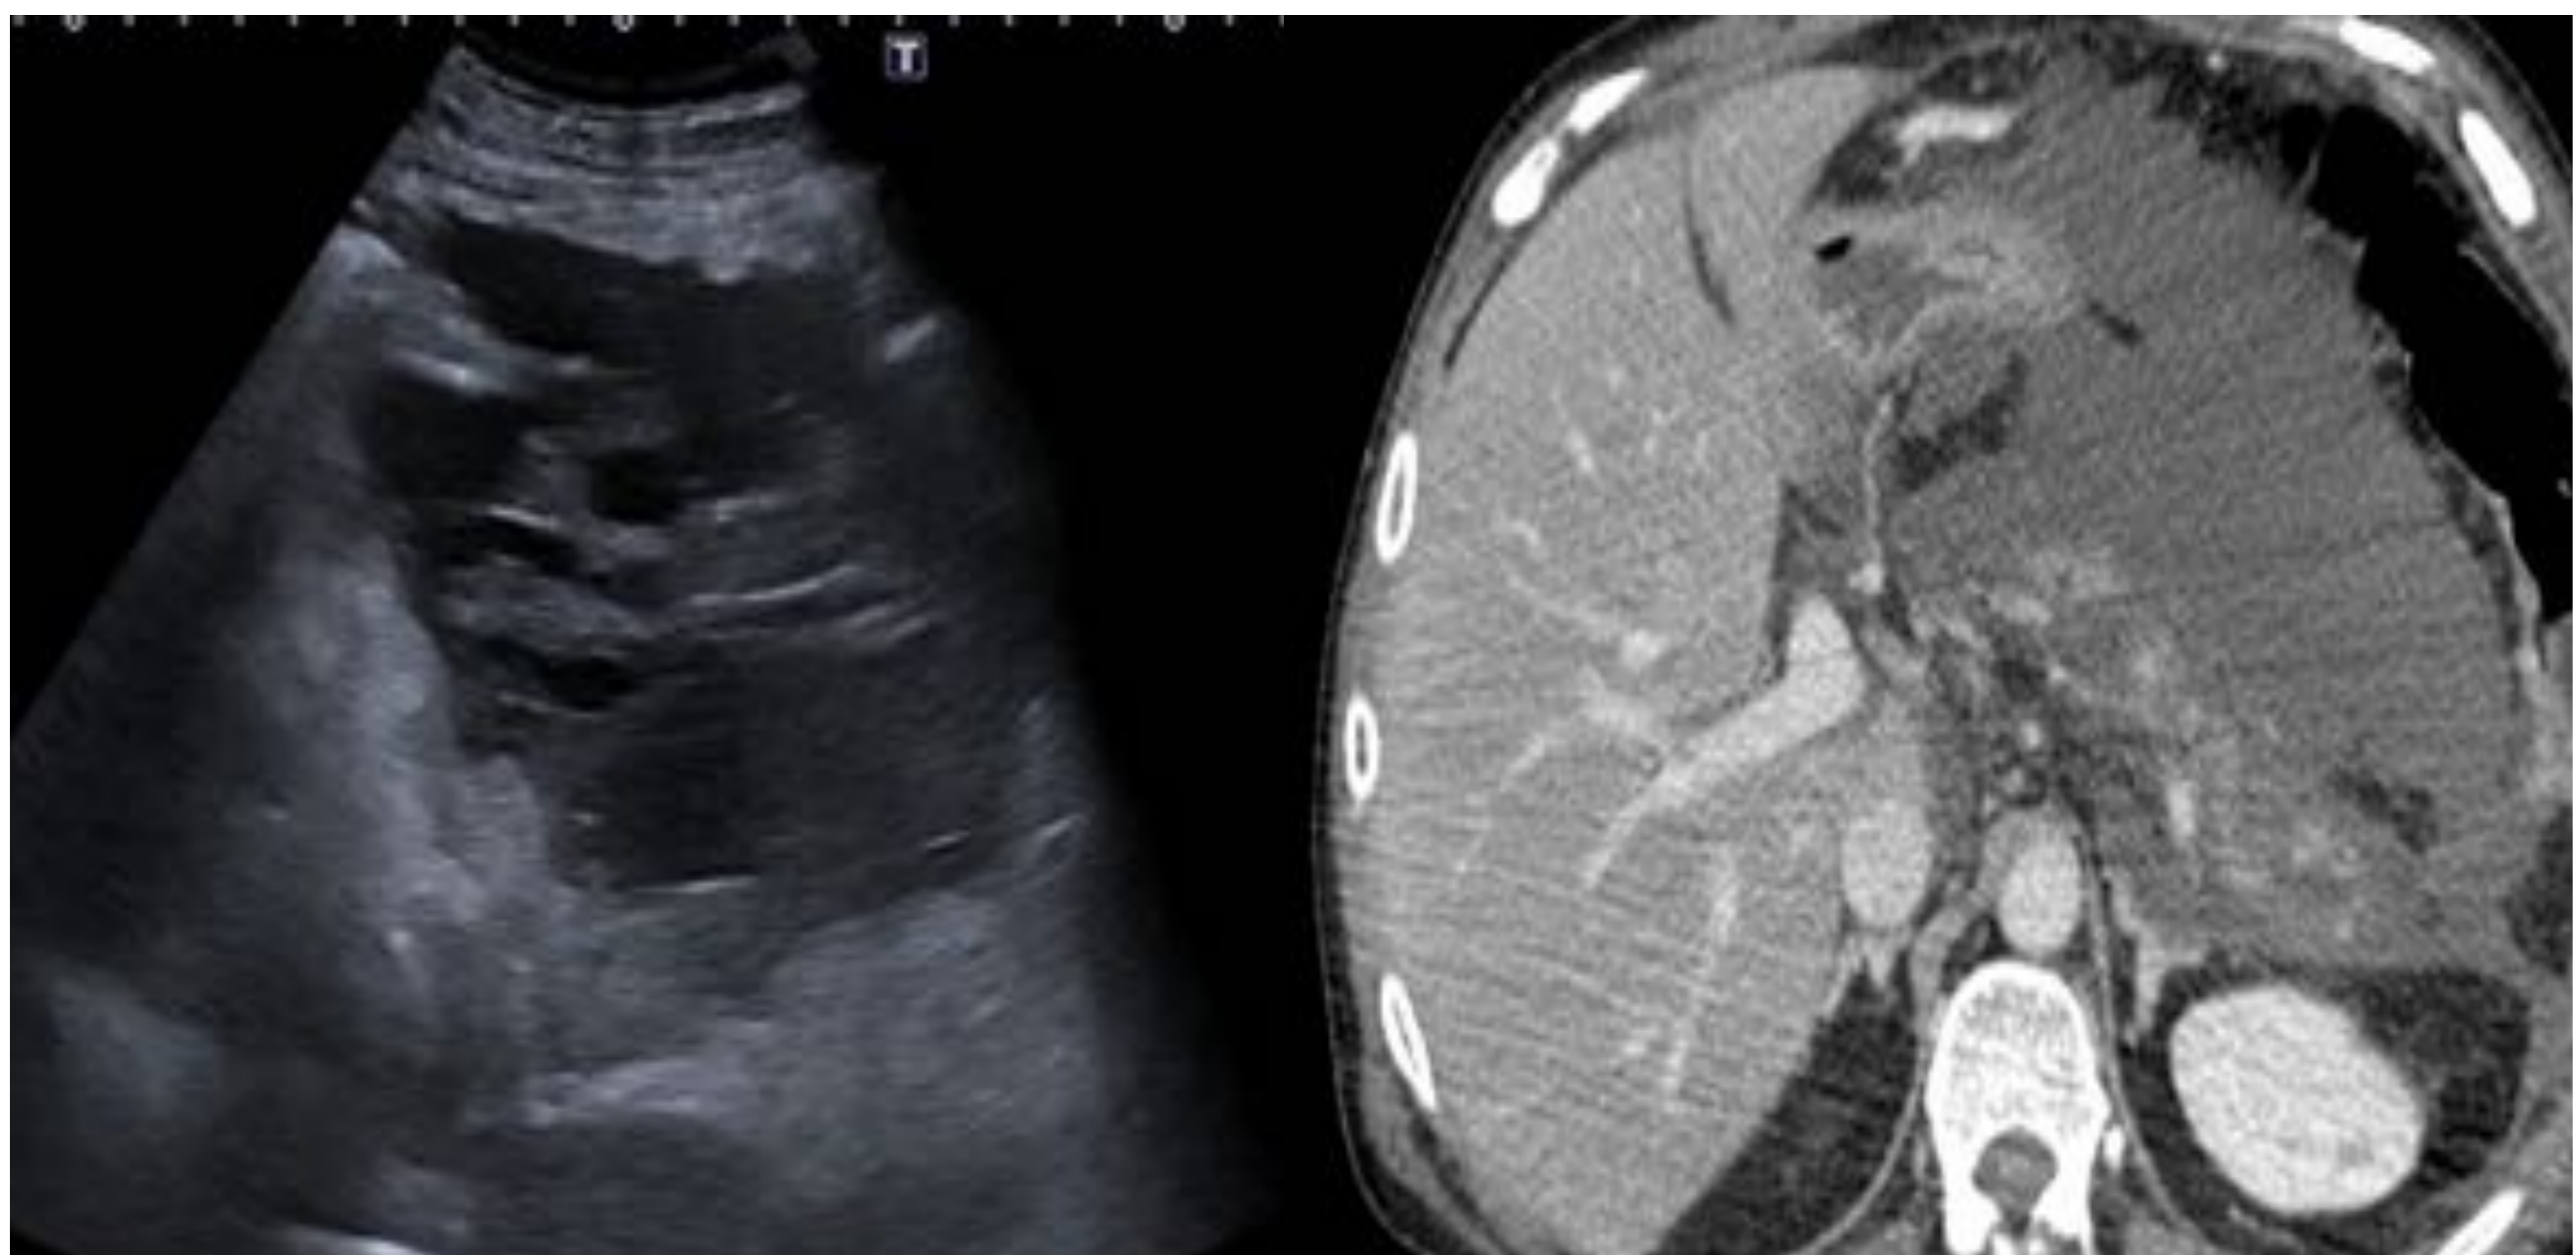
Colección necrótica aguda. Ecogenicidad heterogénea, bordes mal definidos y sin pared. *Correlación con TC con contraste iv.*
